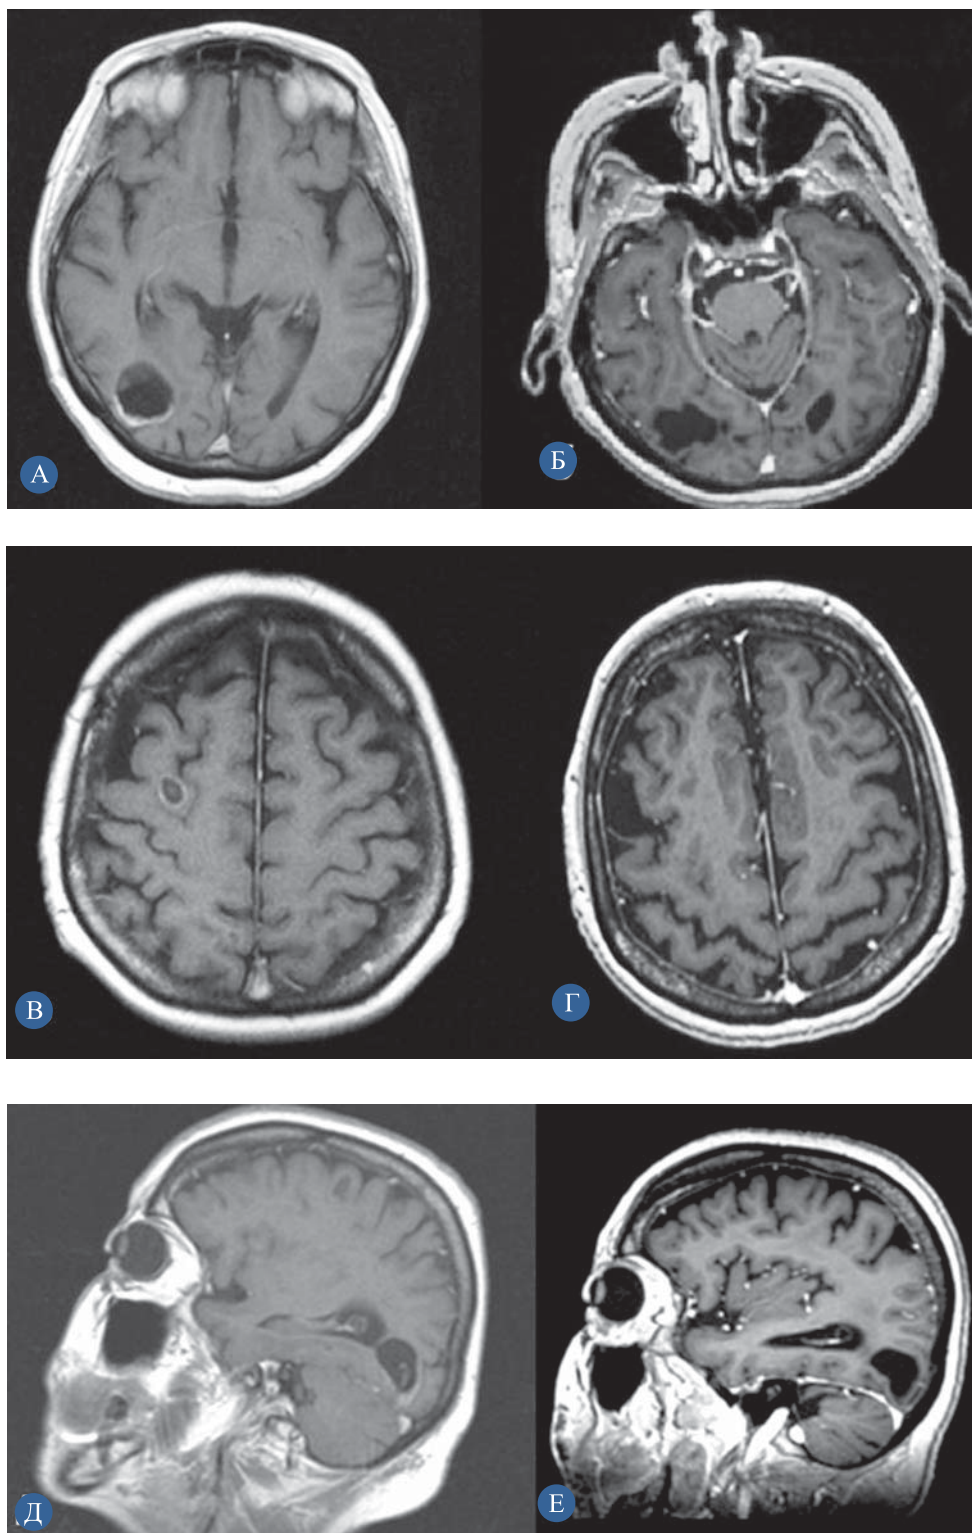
МРТ-исследование головного мозга с контрастированием: а, в, д — до лечения: метастазы рака яичников в правой затылочной, правой теменной и левой теменной долях солидно-кистозной структуры; б — после лечения: метастазы рака яичников в правой затылочной доле кистозной структуры без признаков накопления контрастного препарата, очаги в правой теменной и левой теменной долях не определяются
